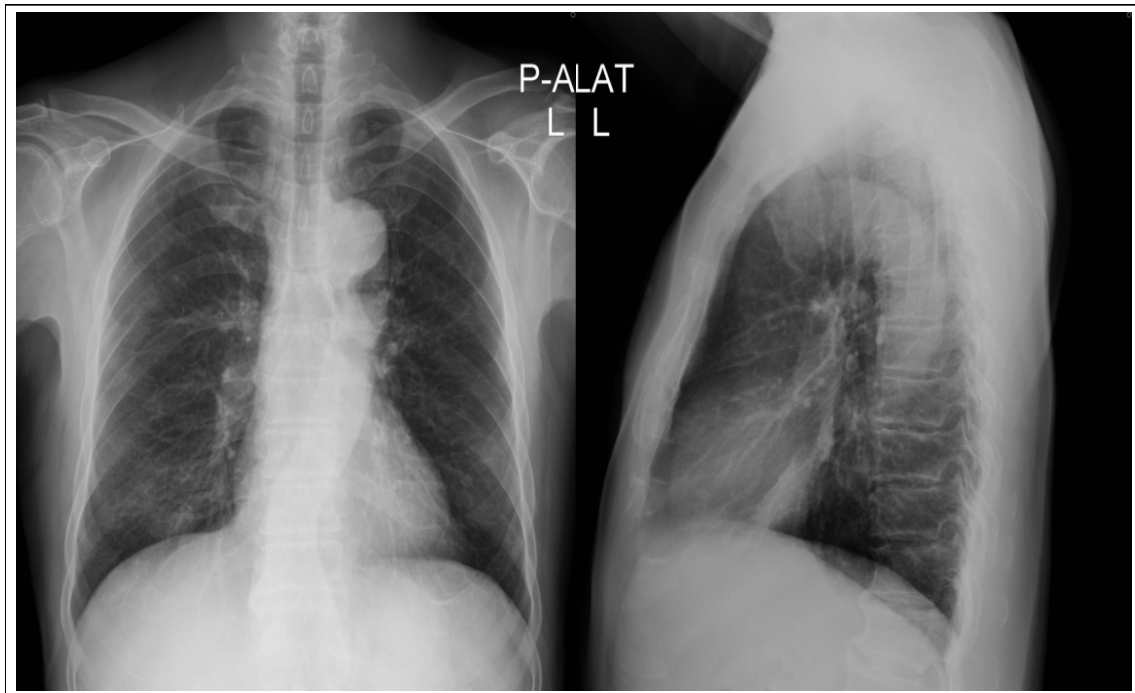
Chest radiograph shows a nodule in the right lower lobe
